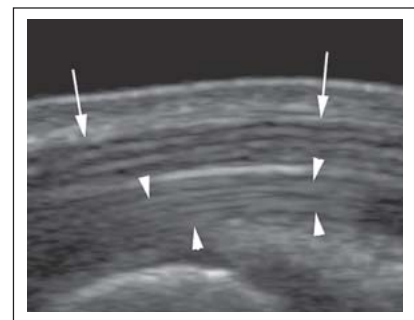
Sonographischer Längsschnitt durch den Nervus medianus (Pfeile) am distalen Unterarm eines Probanden mit Darstellung der typischen longitudinal verlaufenden, durch echoreiches Epineurium gegliederten, hypoechogenen Faszikelgruppen. Im Gegensatz dazu diskontinuierliche, eher echoreiche Faszikel der Beugesehnen (Pfeilspitzen).
